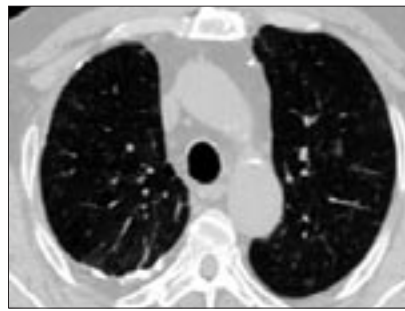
Компьютерная томограмма пациента Б., 23 лет (CD4 56 кл/мкл). На представленном скане КТ легких (аксиальная проекция, «легочное окно») определяются очаговые образования без четких контуров, по типу «матового стекла», размером до 1,0 см в S1–2 левого легкого.
